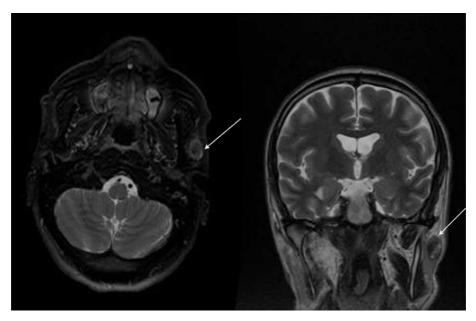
Se solicitó RM de cabeza y cuello donde se delimitó la tumoración (marcado con flecha), compatible con adenopatía. Cortes coronal (izquierda) y axial (derecha).
